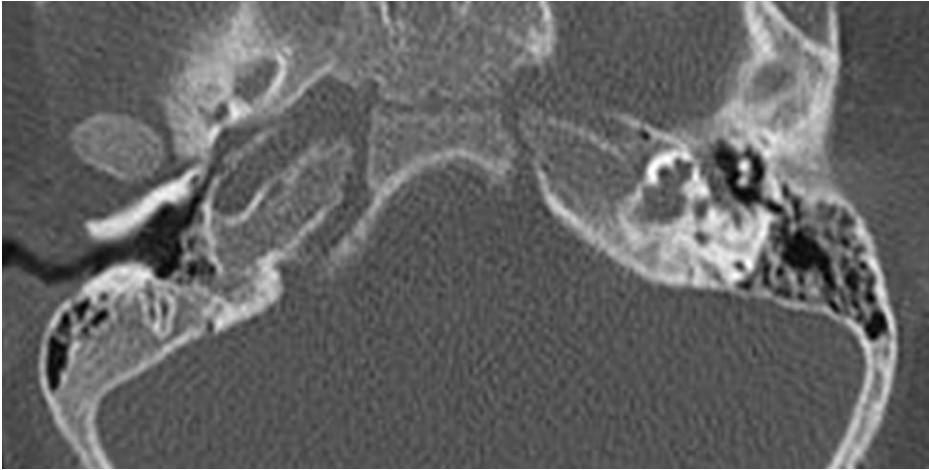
Olgu 4: 3 yaşında kız hasta, KSNİK. İç kulak MRG FIESTA (a) ve BT (b, c) kesitlerinde solda koklea, vestibül ve SSK'lar ayrı olarak seçilemiyor ve birleşik ovoid bir kist şeklinde izleniyor (Ortak Kavite Deformitesi).
